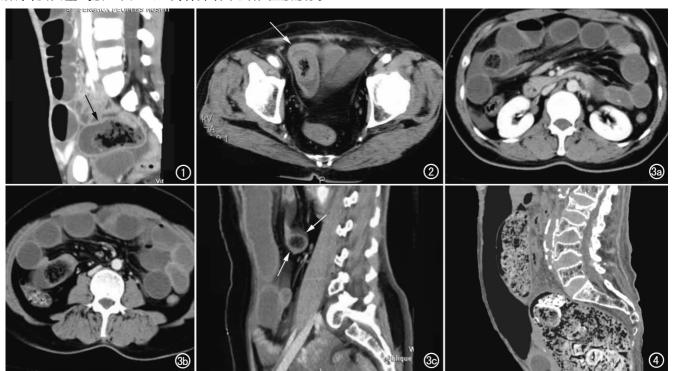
小肠大量积气积液,回肠下段"粪便样"内容物-不成型肠石(箭)。 图 2 肠石典型 CT 表现:肠石内有不同比例的气体影"气泡征"、肠石如"瓶塞状"阻塞于肠腔内"瓶塞征"(箭)。 图 3 多发肠石并绞窄性肠梗阻。a)上方层面示空肠内一肠石,伴肠系膜水肿;b)下方层面示回肠内一肠石,梗阻点以上肠腔扩张积液,以下肠腔萎陷;c)MPR 图像直观观察肠石(箭)。图 4 老年人结肠巨大肠石,致肠穿孔破裂、大量气腹(箭)。
